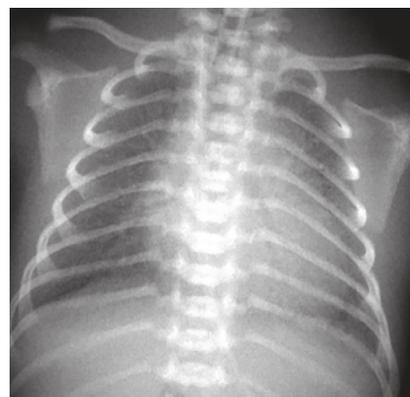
Рентгенологический снимок: первые сутки, 10 часов жизни. Заключение рентгенолога: усиление сосудисто-интерстициального рисунка
